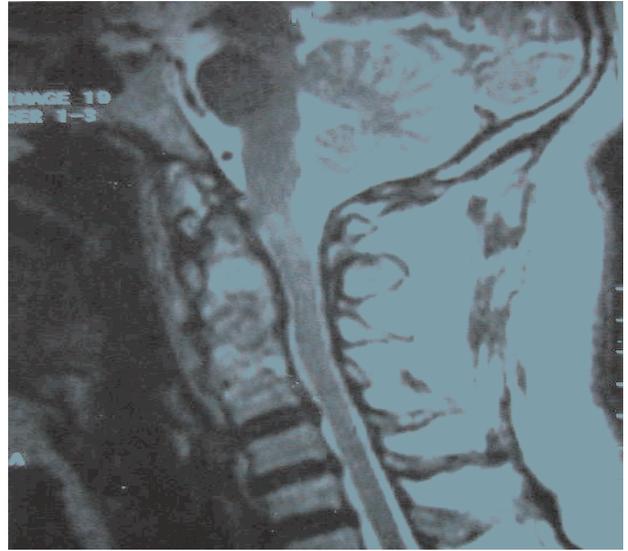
régression de l'épidurite et de la compression sur la moelle cervicale par rapport à l'IRM initiale
